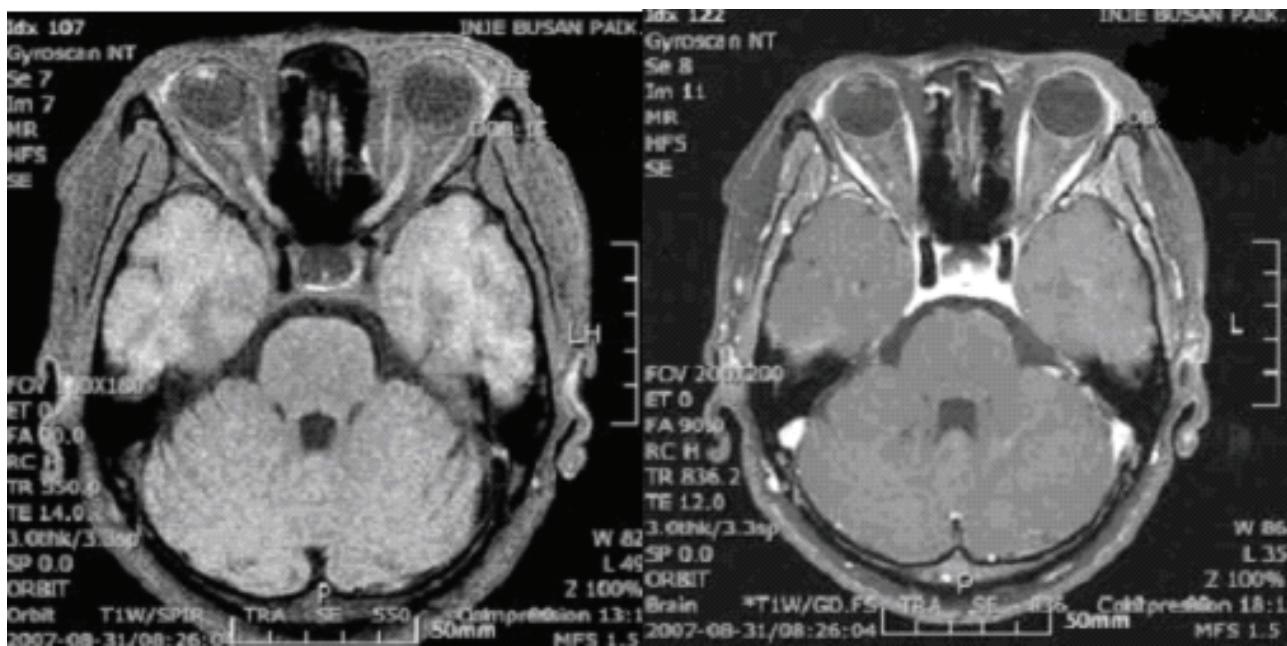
Preoperative orbit MRI finding: well-defined, round mass with signal alteration and intense enhancement at the inferolateral aspect of the right iris or ciliary body.
